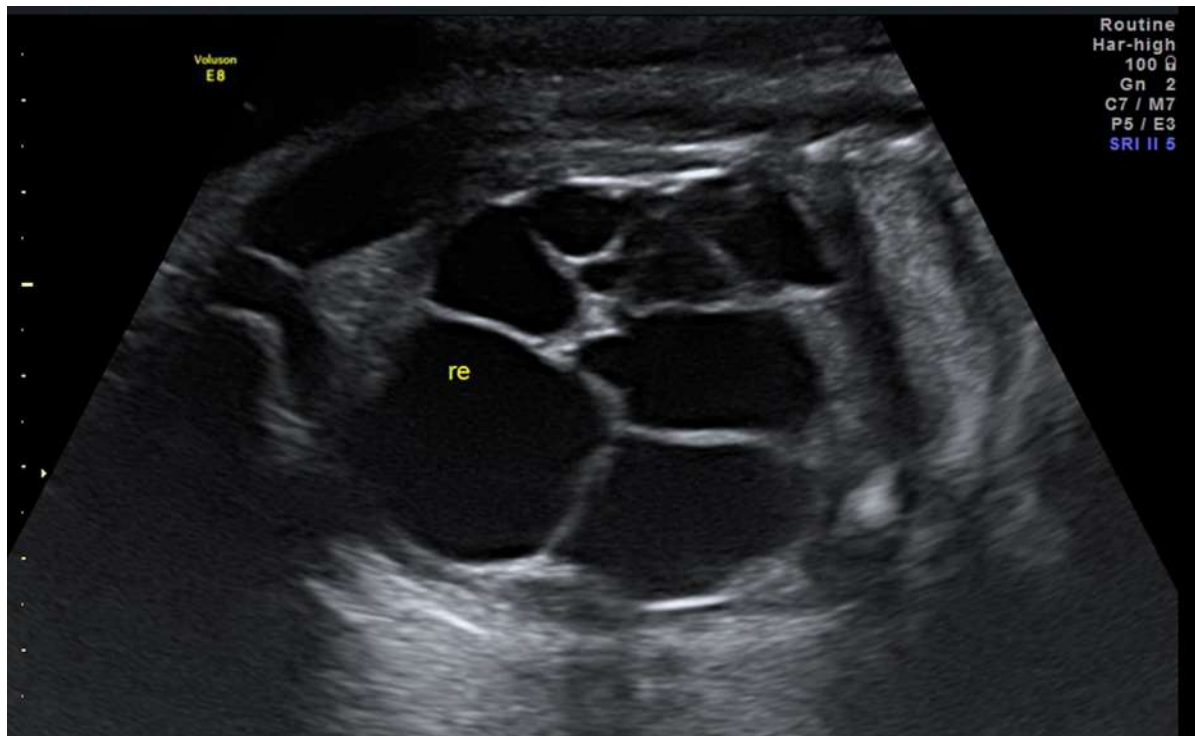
Darstellung einer MCDK in der Pränatalsonographie
